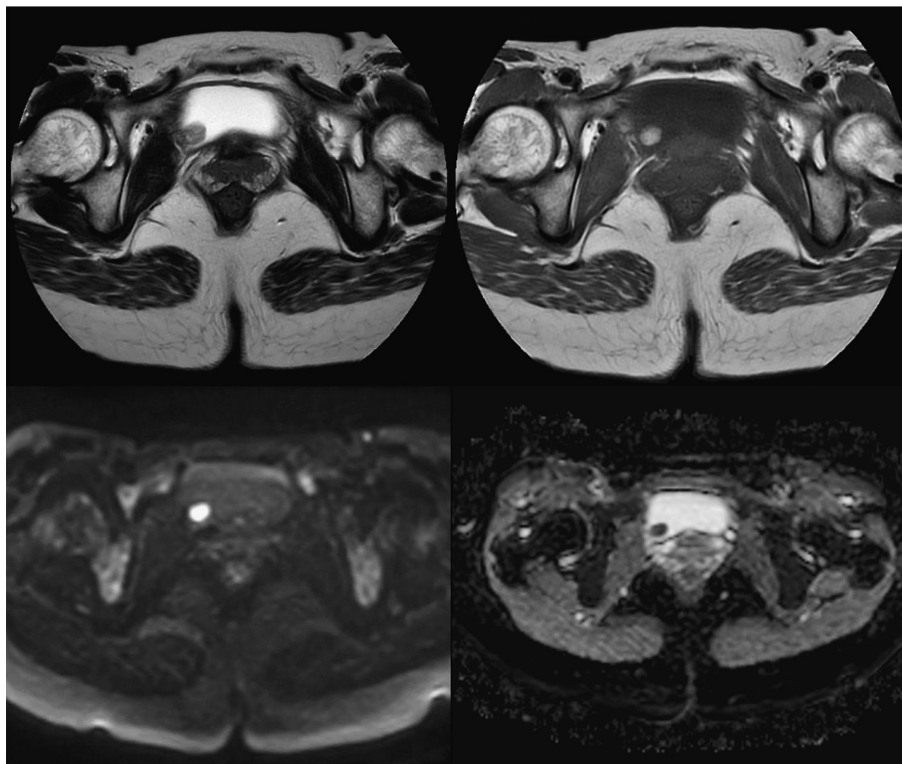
MRI revealed that tumors showed high signal on T1, increased signal intensity from the tumor margin to the center on T2, and a slight decrease in ADC at high signal on diffusion-weighted images.
